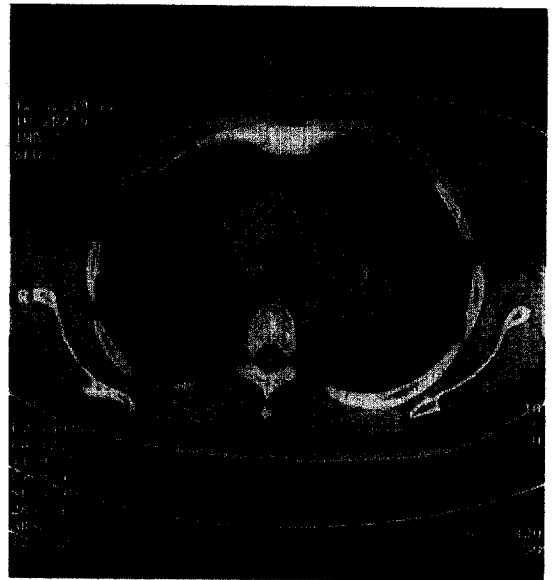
Chest CT showed 2×2×1.6cm sized mass with low attenuation. There is no calcification and necrosis within the mass
